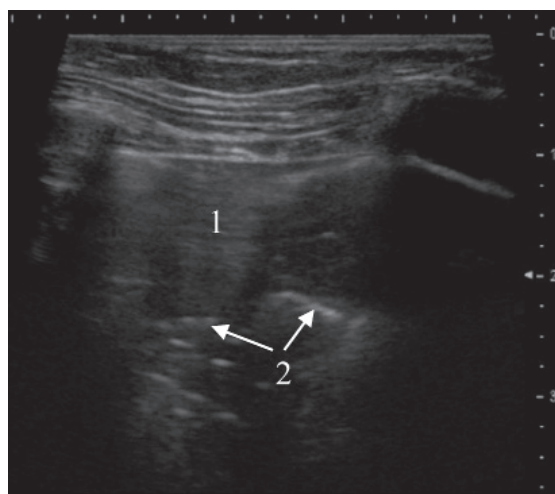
Первое УЗИ при поступлении. Сегментарная пневмония с гипозоногенной структурой воспалительного инфильтрата (1) и элементами воздушной эхобронхограммы (2)
